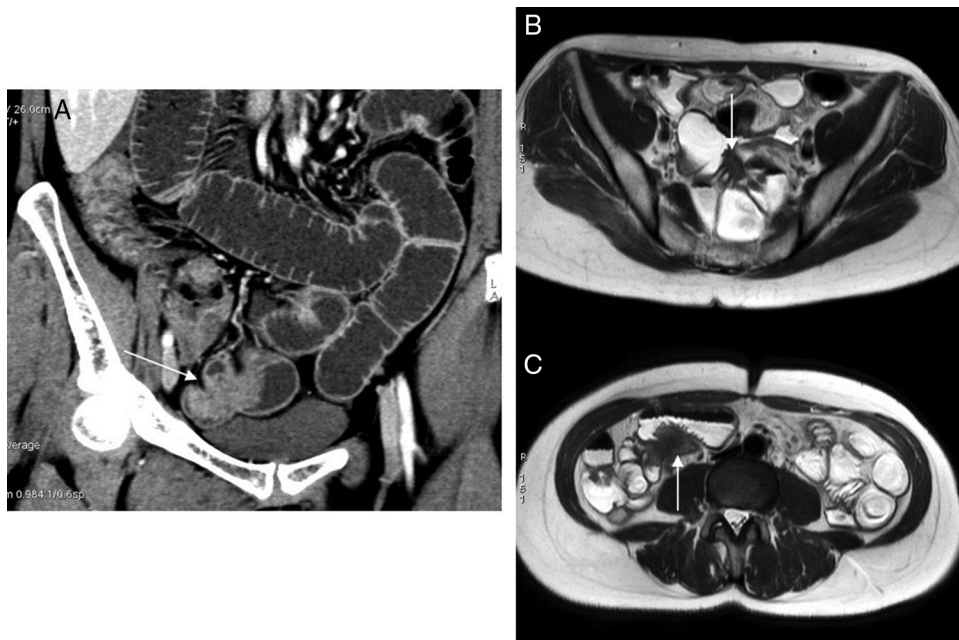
Endometriosis intestinal. Los implantes endometriósicos en asas de intestino delgado pueden identificarse a veces en estudios de resonancia magnética (RM) de la pelvis, pero cuando existe sospecha clínica de afectación del intestino delgado es mejor realizar un estudio de enterografía por RM, ya que la distensión de las asas por líquido facilita la detección de los implantes en la pared intestinal. Esta paciente acudió a urgencias con un cuadro de oclusión intestinal, y en el estudio de tomografía computarizada con contraste yodado i.v., en fase portal, sin contraste oral (A) se aprecia una obstrucción incompleta por una lesión de aspecto extrínseco a un asa ileal en la pelvis (flecha), con adherencias entre asas. Se trató de forma conservadora. Una semana después se efectuó estudio de enterografía por RM (B y C, imágenes axiales SSTSE, 3 T) en el que se identificaron dos implantes de endometriosis con afectación del intestino delgado, uno en la pelvis y otro situado más craneal (flechas).
